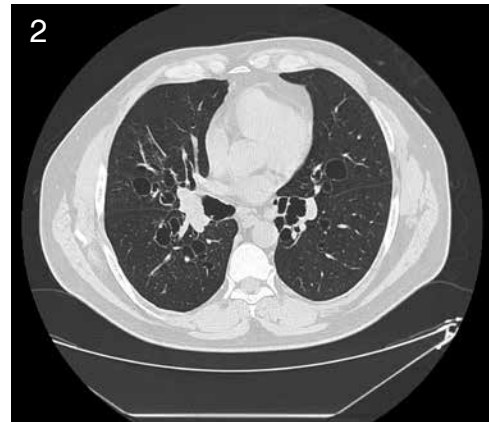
Corte axial de tomografía computada en ventana pulmonar bajo la bifurcación traqueal, lóbulos inferiores y llingula.
